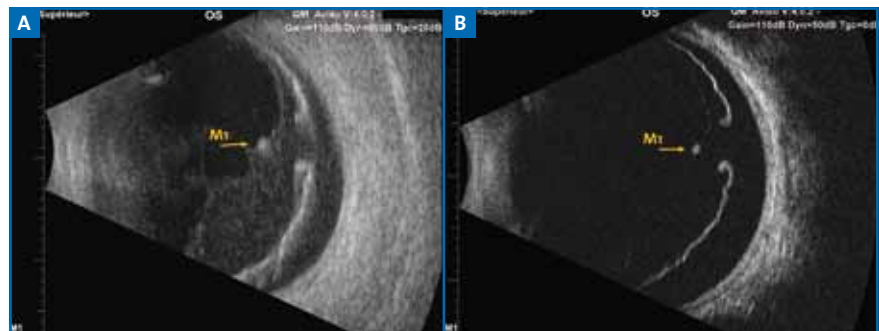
Coupe échographique en mode B à la sonde de 10 MHz d'une déchirure avec soulèvement rétinien. B: Même coupe échographique, à la sonde de 20 MHz (noter le détail de l'adhérence vitréorétinienne ainsi que l'opercule). (Coupes échographiques réalisées avec l'appareil d'échographie Aviso, Quantel Medical.)
